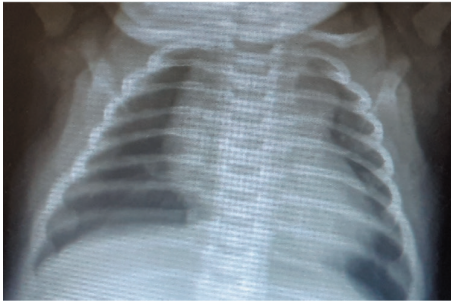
Рентгенография: кардиоторакальный индекс равен 0,55
